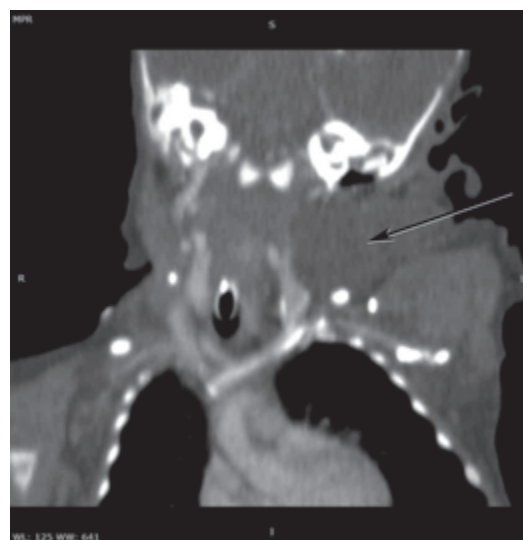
Компьютерная томограмма. Лимфангиома боковой поверхности шеи слева.
